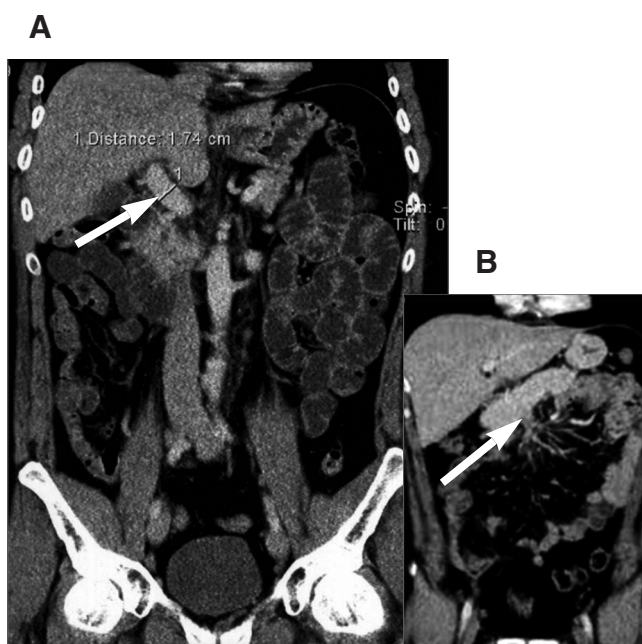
CT břicha (axiální projekce)
